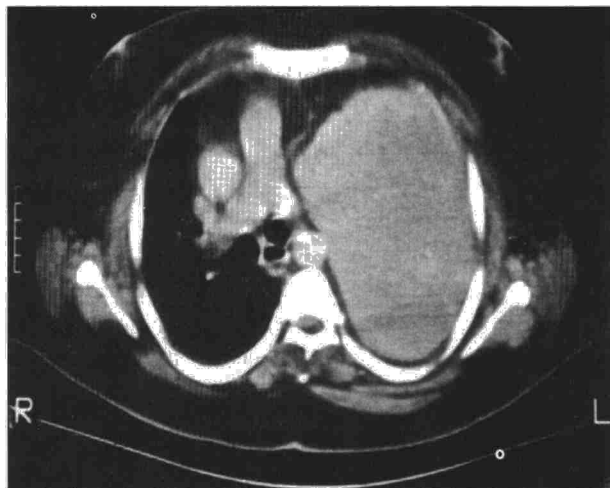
TAC torácica. Se observa gran masa sólida que colapsa el pulmón izquierdo y ocasiona marcado desplazamiento mediastínico.
